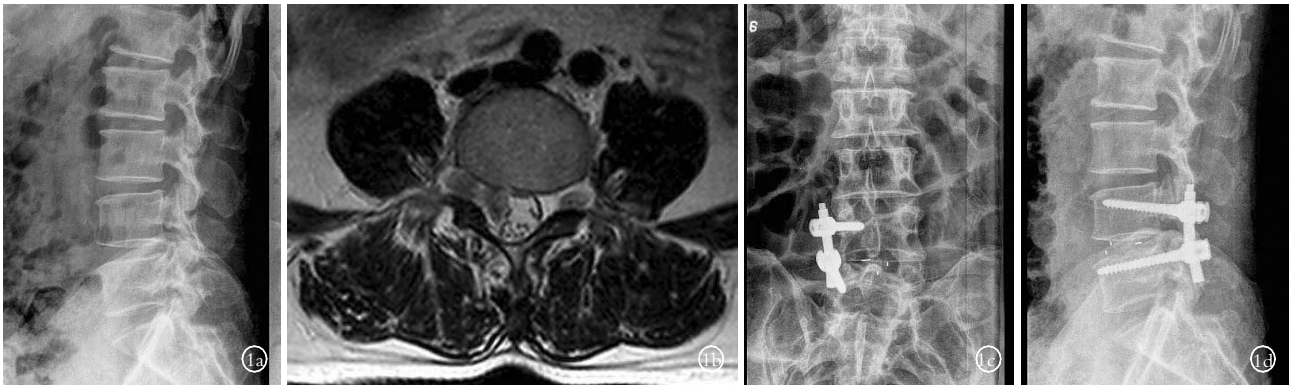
男,45 岁,极外侧型 L_{4,5} 椎间盘突出,采用单侧 TLIF 手术治疗 1a.术前侧位 X 线片 1b.术前 MRI 1c.术后正位 X 线片 1d.术后侧位 X 线片
